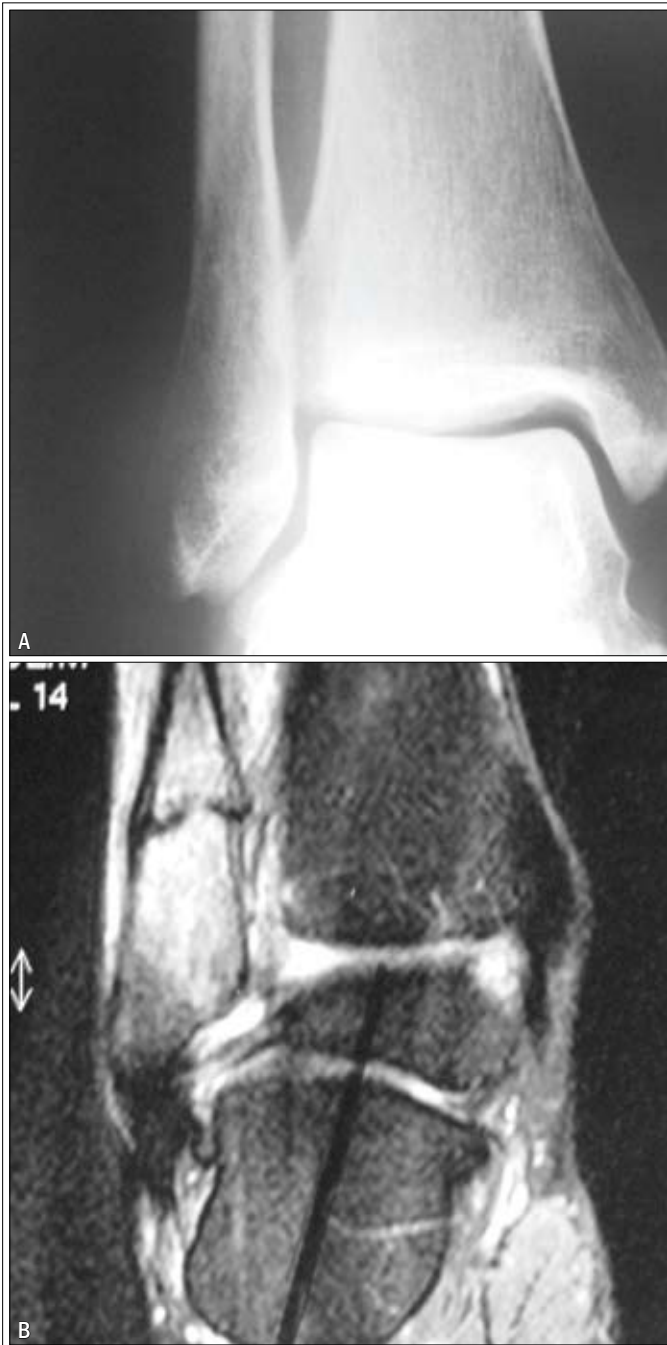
A) Radiografia normal de tornozelo; B) RM em T2 com hipersinal (fratura de estresse) da fíbula.
